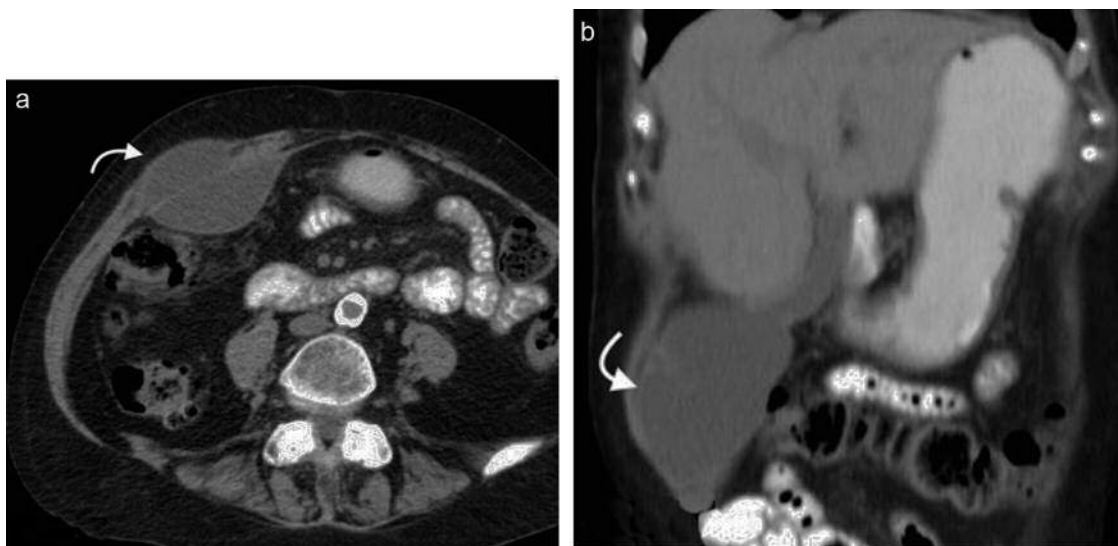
Tomografía computada multidetector en planos (a) axial y (b) coronal, en la que se identifica una herniación de la vesícula biliar ampliamente distendida (flechas curvas).
